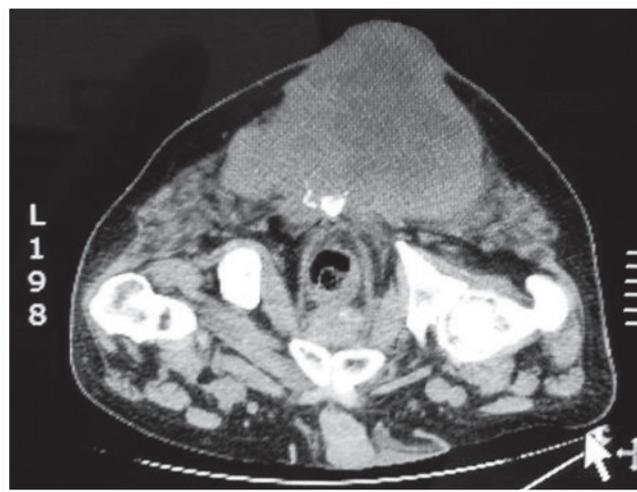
Corte axial de tomografia computadorizada demonstrando o tamanho da lesão e sua relação o reto
